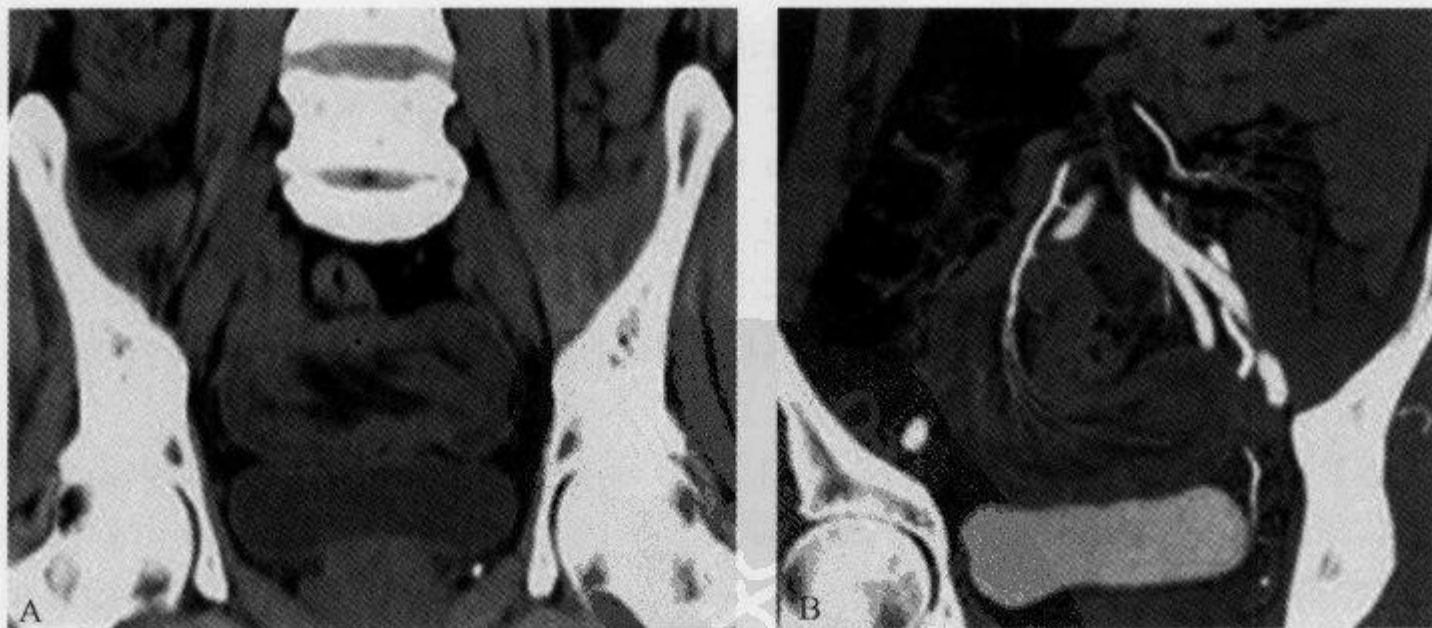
CT 扫描多平面重组技术(MPR)冠状面重建示“肾形征”及“彗星尾征”
